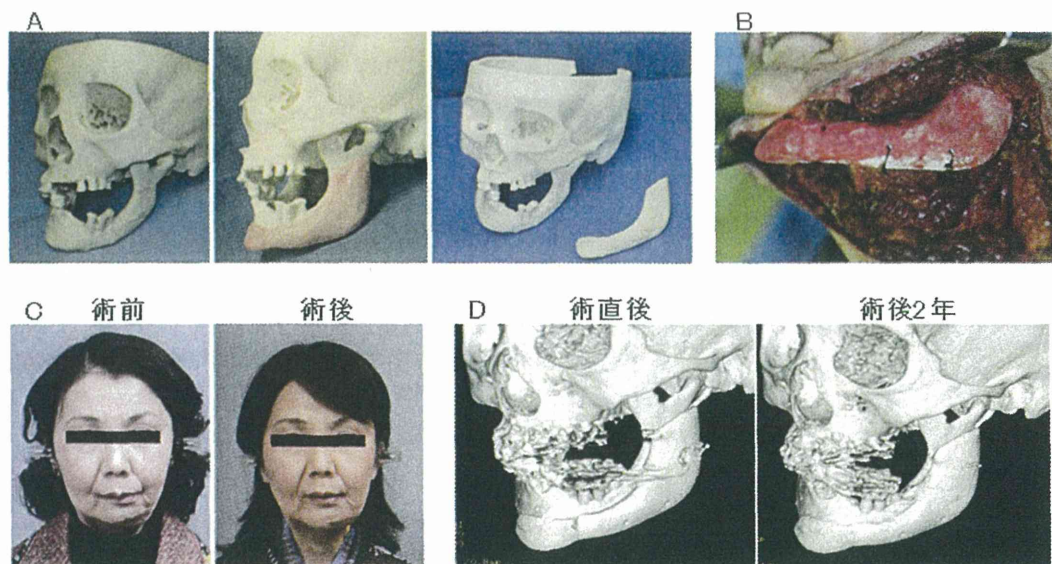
カスタムメイド型人工骨 (CT-Bone) の臨床応用 (1) (許諾の上, 文献4より抜粋)
